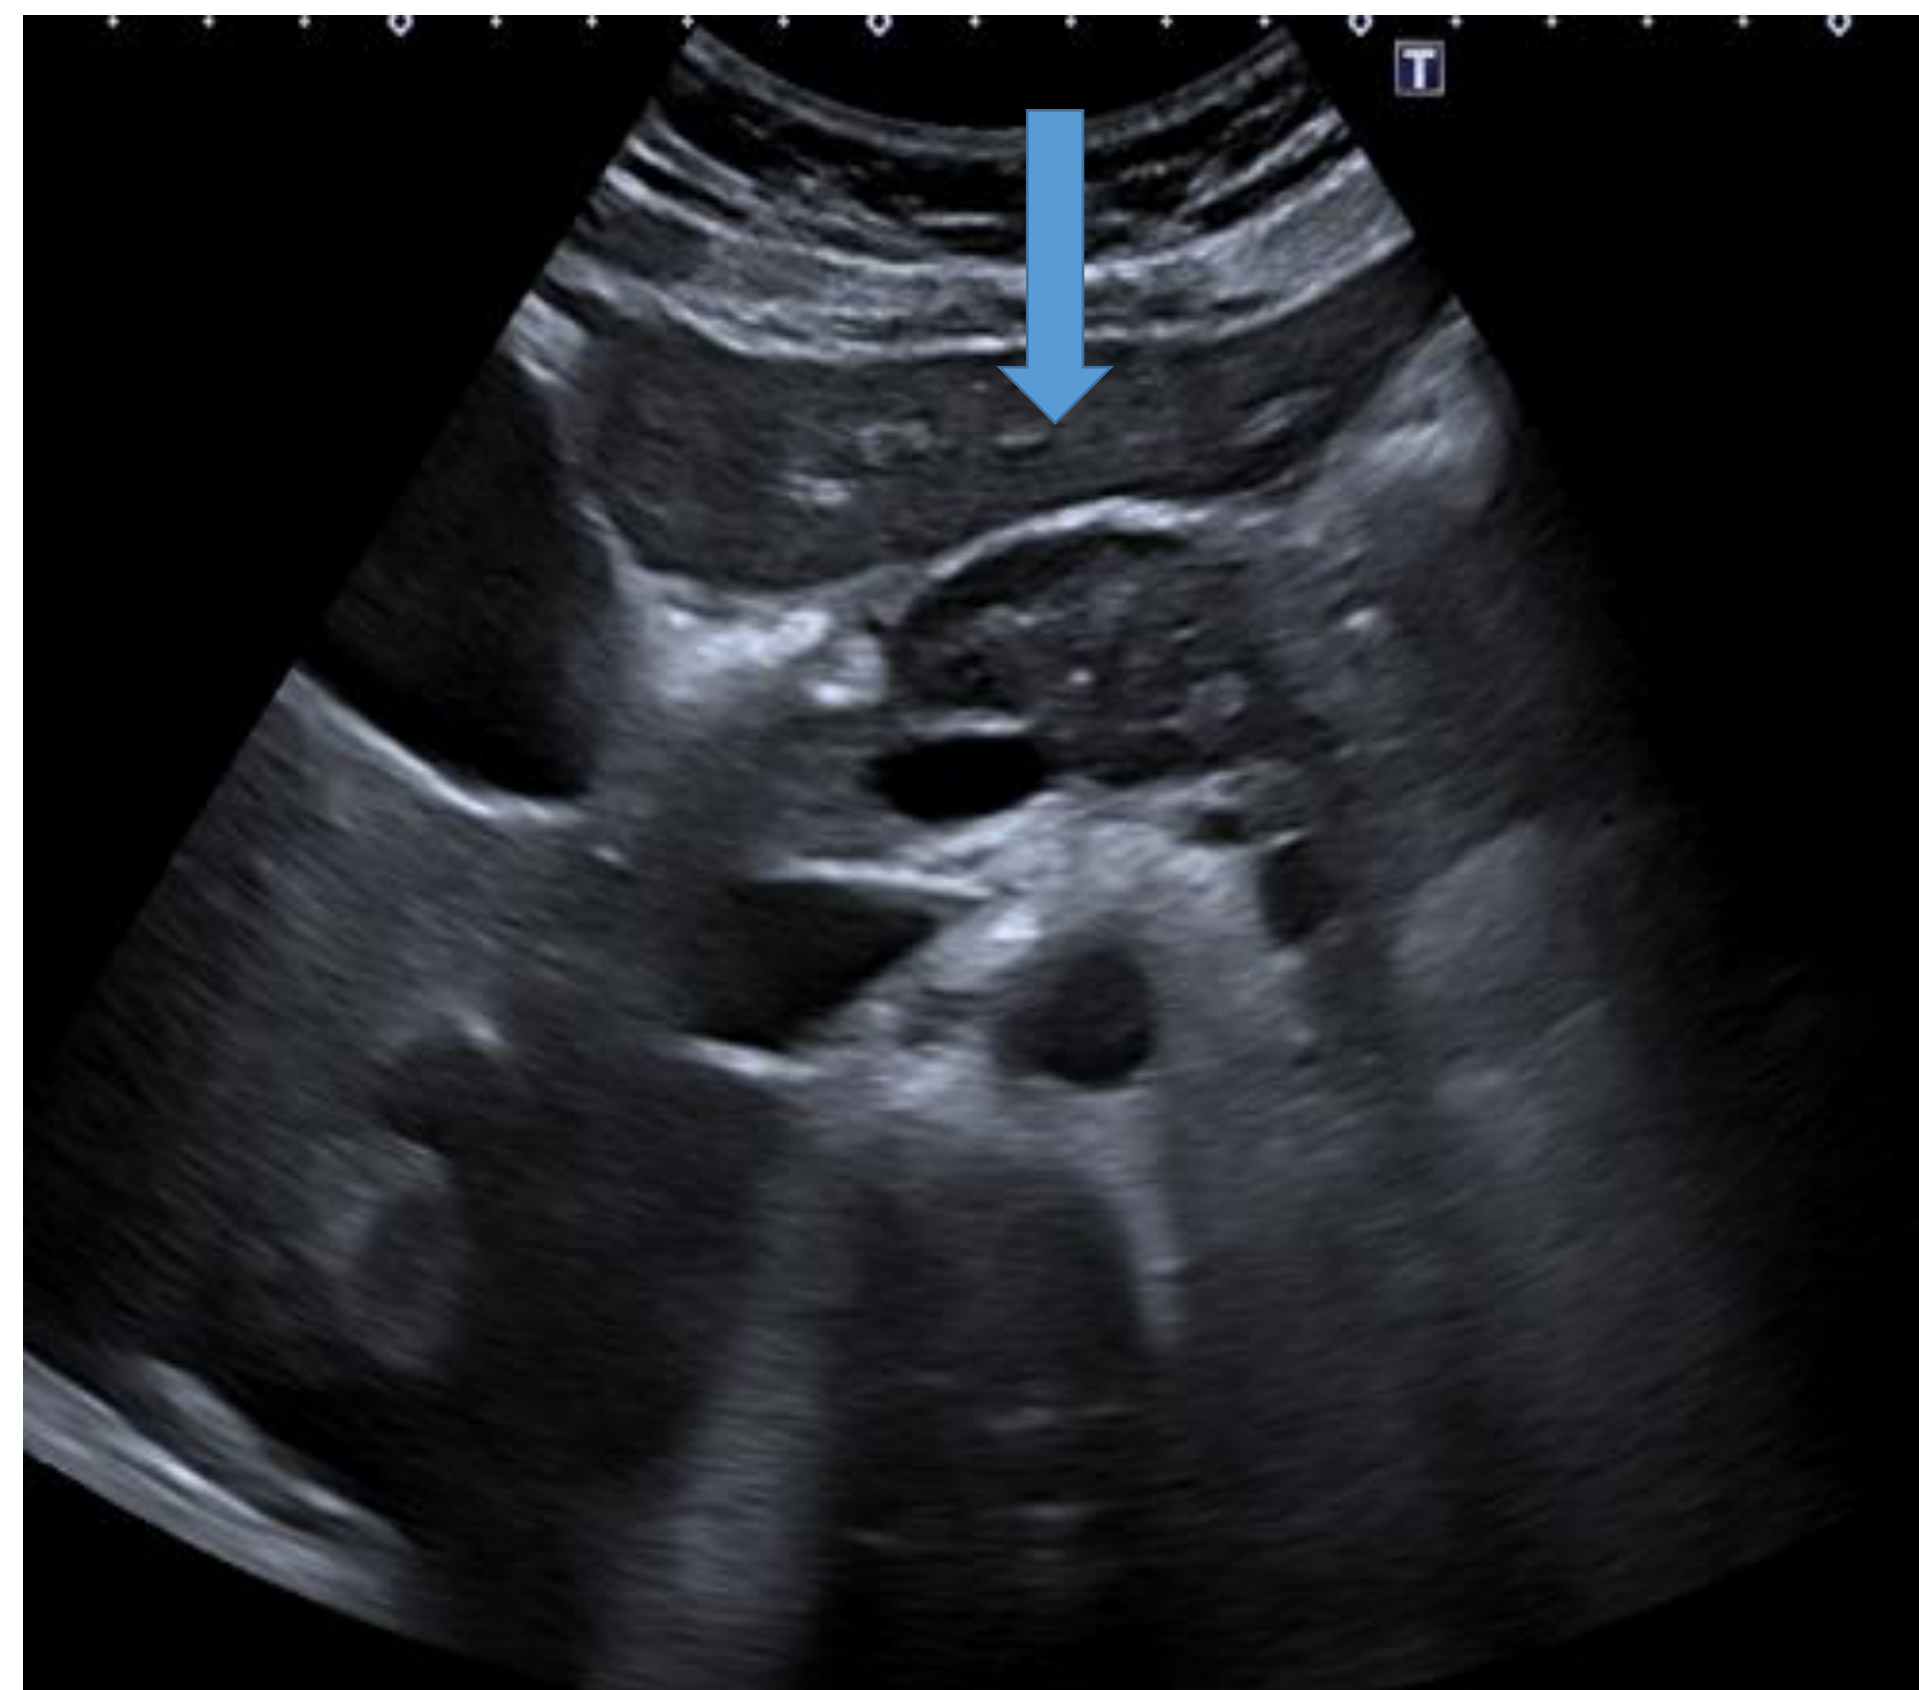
ecografía: lesión definida en cuello/cuerpo de 4.2 cm
